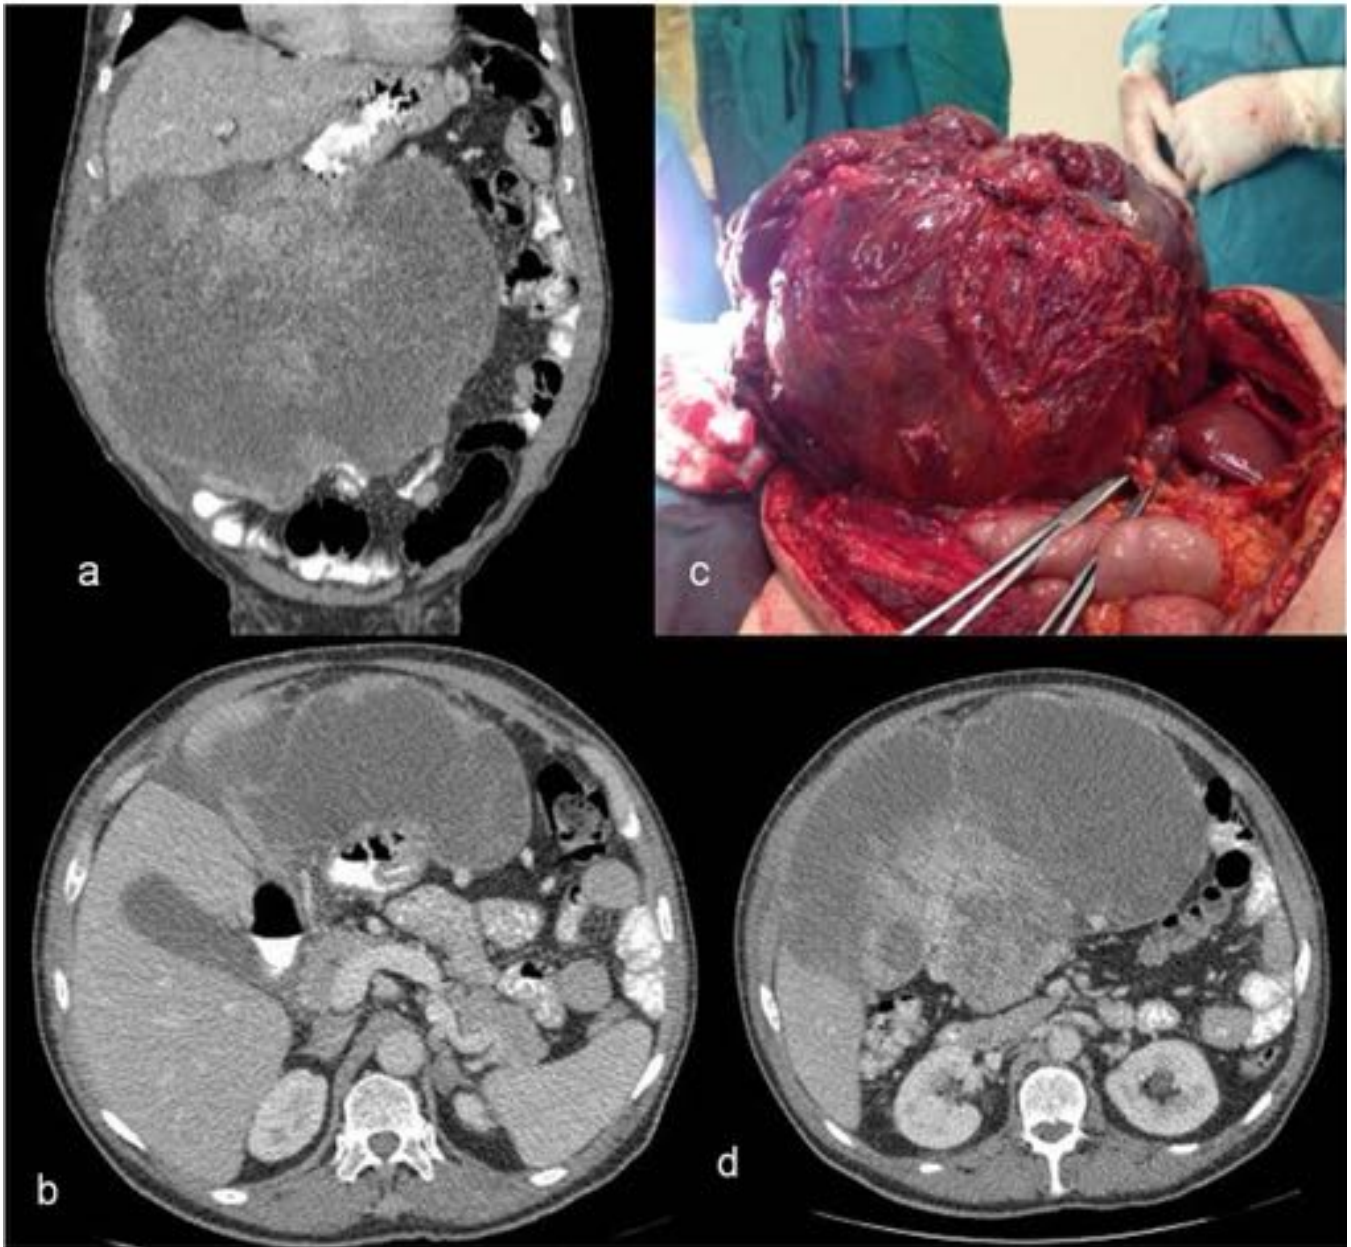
Gist gástrico. Estudio de TC axial y coronal (a, b y d). Pieza quirúrgica (c). Extensa masa heterogénea difícil delimitar su origen.
